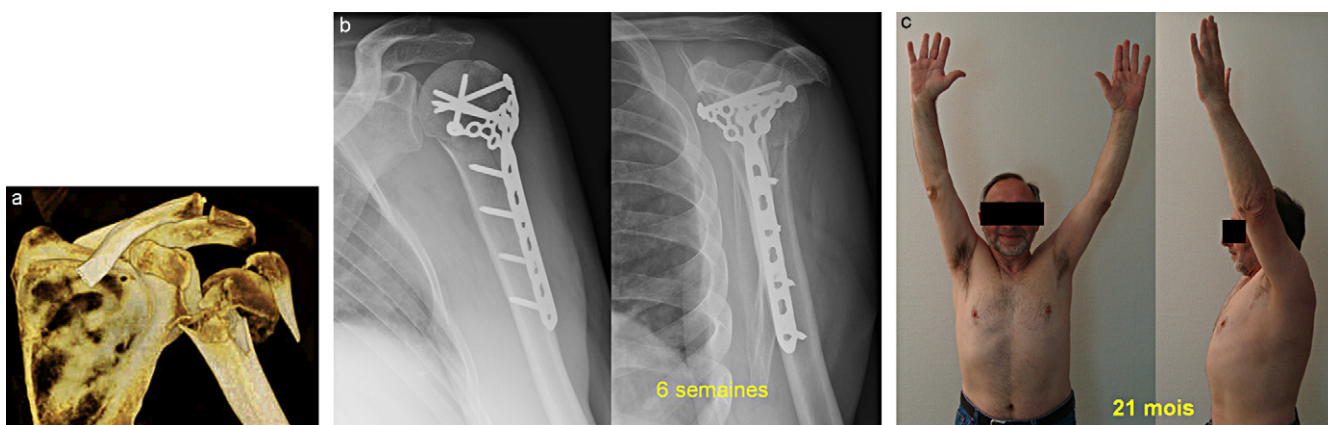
Fracture complexe de l'humérus proximal chez un homme de 61 ans ; a : reconstruction TDM 3D ; b : fixation par plaque verrouillée, rééducation immédiate ; contrôle à six semaines : pas de déplacement secondaire ; c : résultat clinique à 20 mois.
